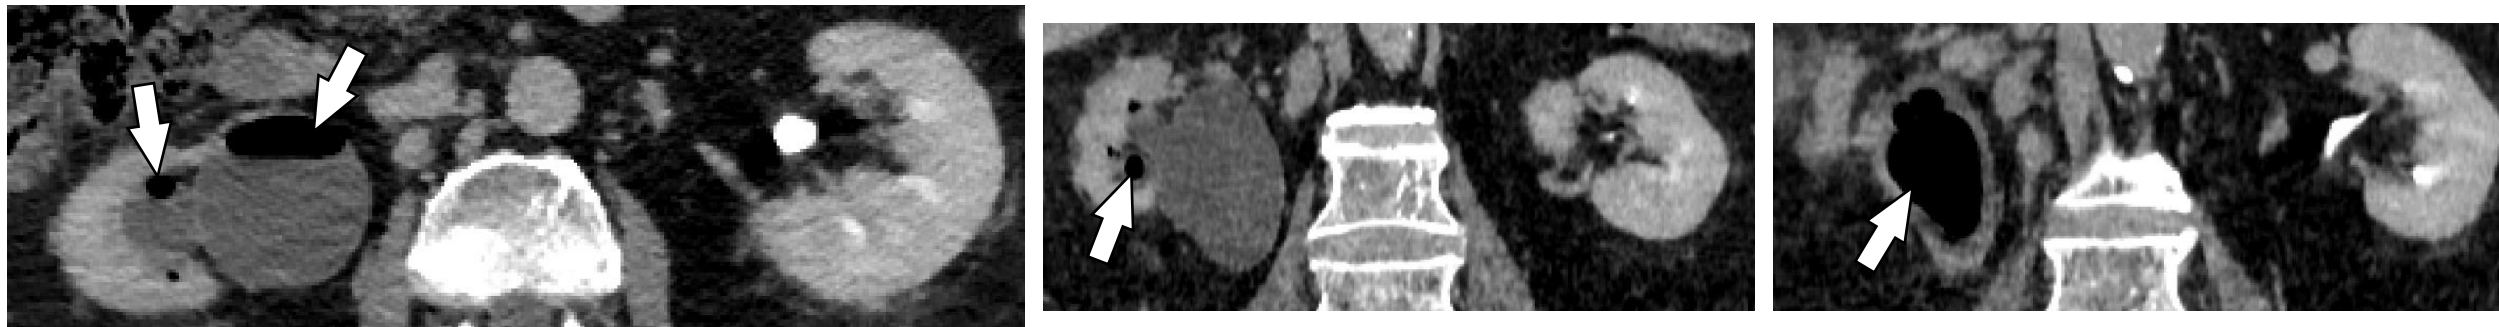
TC con CIV. Imagen axial (a) y coronal (b) (c) en la que se observan burbujas de gas en sistema excretor (flecha blanca).
